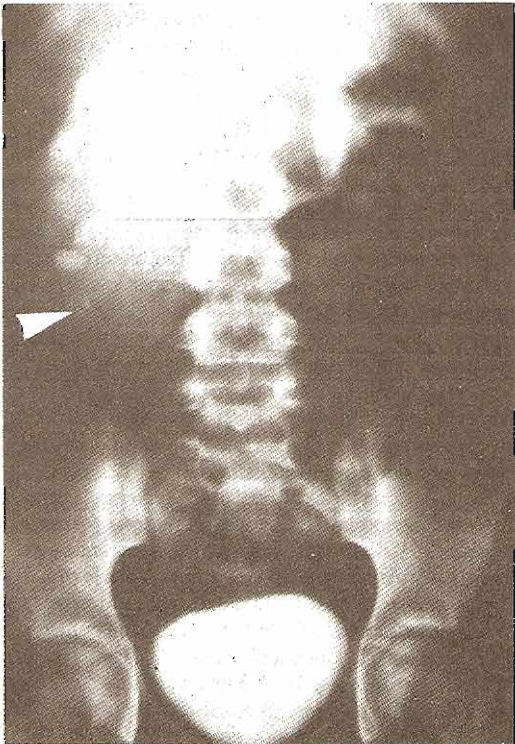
Obstrucción de la unión ureteropélvica con cálculos. Arriba: Radiografía simple del abdomen que muestra radiopacidades en la región del riñón derecho. Abajo izquierda: Placa inicial del urograma excretor que muestra dilatación de los cálices a la derecha y cálculos en capas en la gran pelvícula renal derecha. Abajo derecha: Placa tardía de un urograma excretor que muestra una obstrucción clásica en la unión ureteropélvica derecha.
